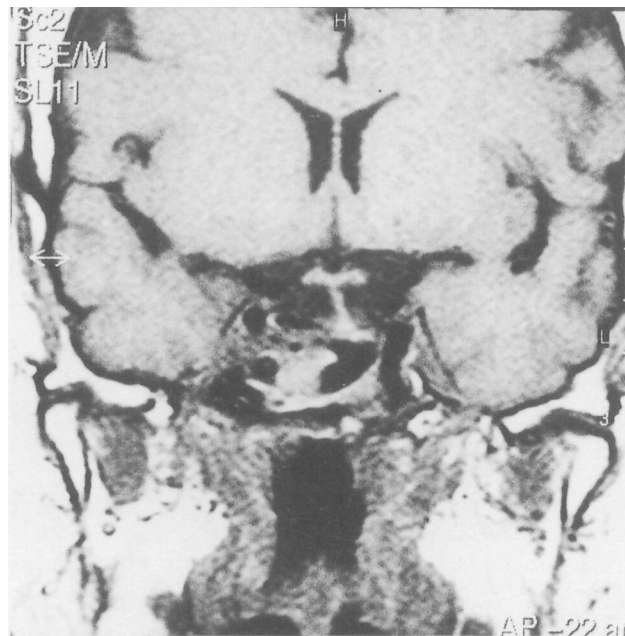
RM mostrando redução da lesão expansiva após drenagem, com retorno da hipófise à sua posição habitual.
